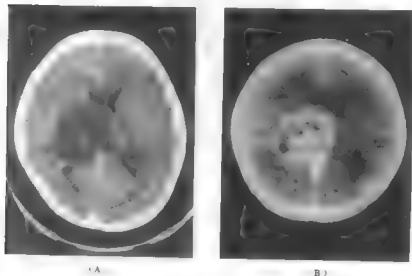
6 男11岁,右视丘星形细胞瘤(Ⅱ~Ⅲ级)CT扫描
